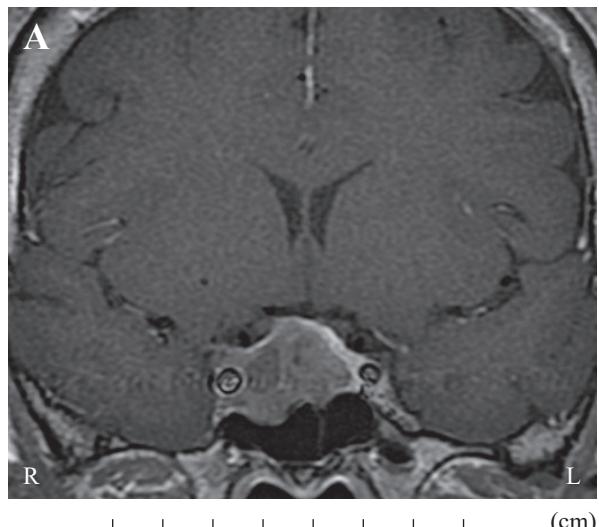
MRI of the head. A. Before Oct-LAR treatment. The tumor growing towards the right suprasellar region and invading the cavernous sinus, with pressure excretion of the optic chiasm. Size 21×17 mm. Knosp classification 3. B. After Oct-LAR treatment. Tumor size: 15×9 mm after three doses of Oct-LAR 20 mg; tumor shrank to resectable size; cavernous sinus invasion disappeared: allowing to undergo surgical treatment.
